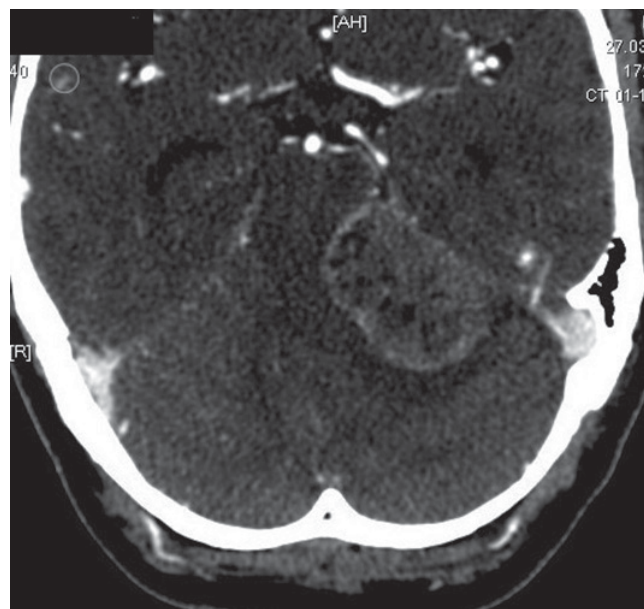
МСКТ пациента М. в аксиальной проекции. Перитуморозно отмечается гиподенсная зона.
